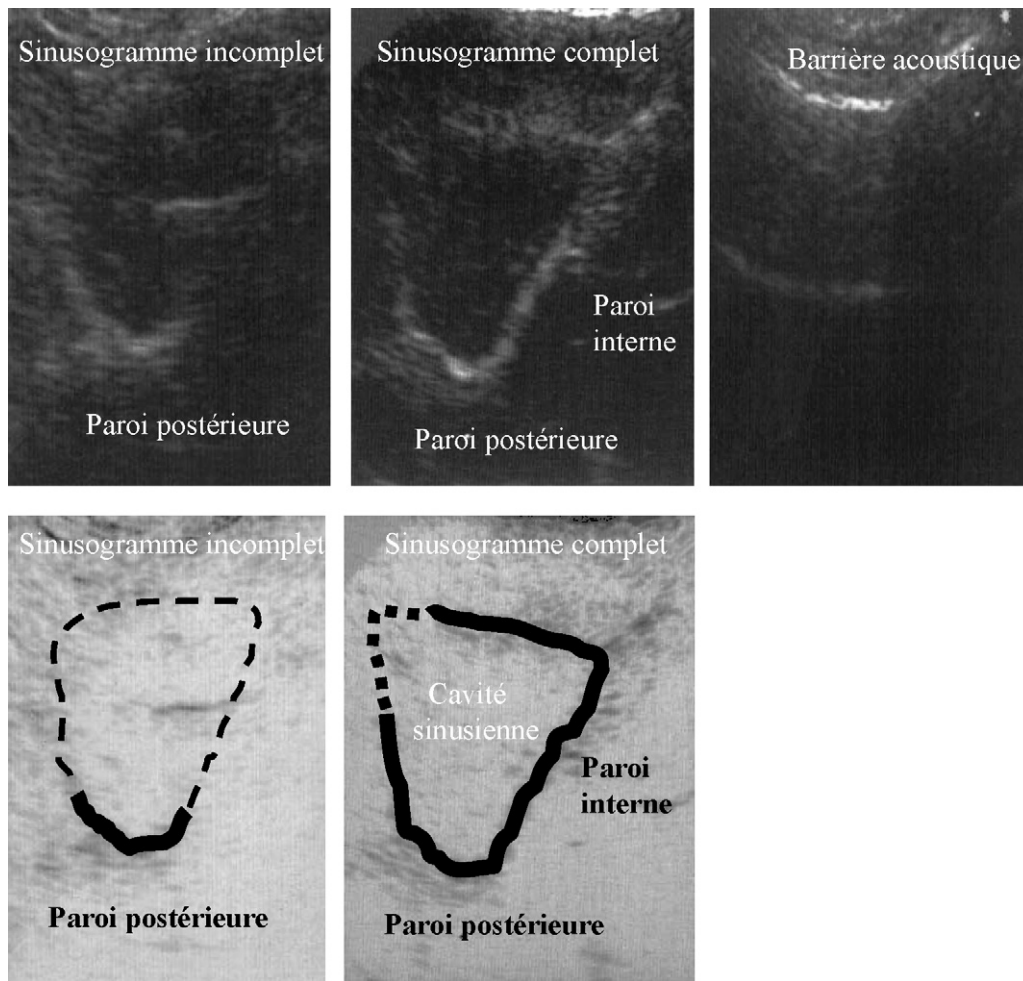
Sémiologie d'une échographie du sinus maxillaire. Trois images seulement peuvent être visualisées. Une barrière acoustique témoin d'une cavité sinusienne normale et deux images échographiques de comblement sinusien maxillaire : un sinusogramme incomplet, défini par la seule visualisation de la paroi postérieure du sinus (témoin d'un niveau hydroaérique de faible abondance) et un sinusogramme complet, défini par la visualisation de la paroi postérieure et interne du sinus délimitant une cavité sinusienne hypoéchogène (témoin d'un comblement sinusien complet ou d'un niveau hydroaérique important).
